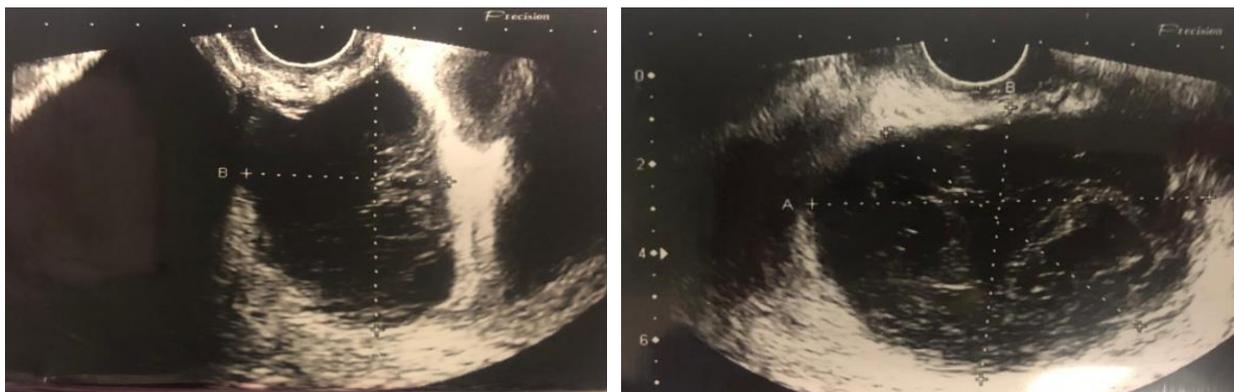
УЗИ, В-режим. Послеоперационная гематома в малом тазу: сбоку от матки лоцируется образование гипоэхогенное сетчатой структуры 75х67х69 мм.
